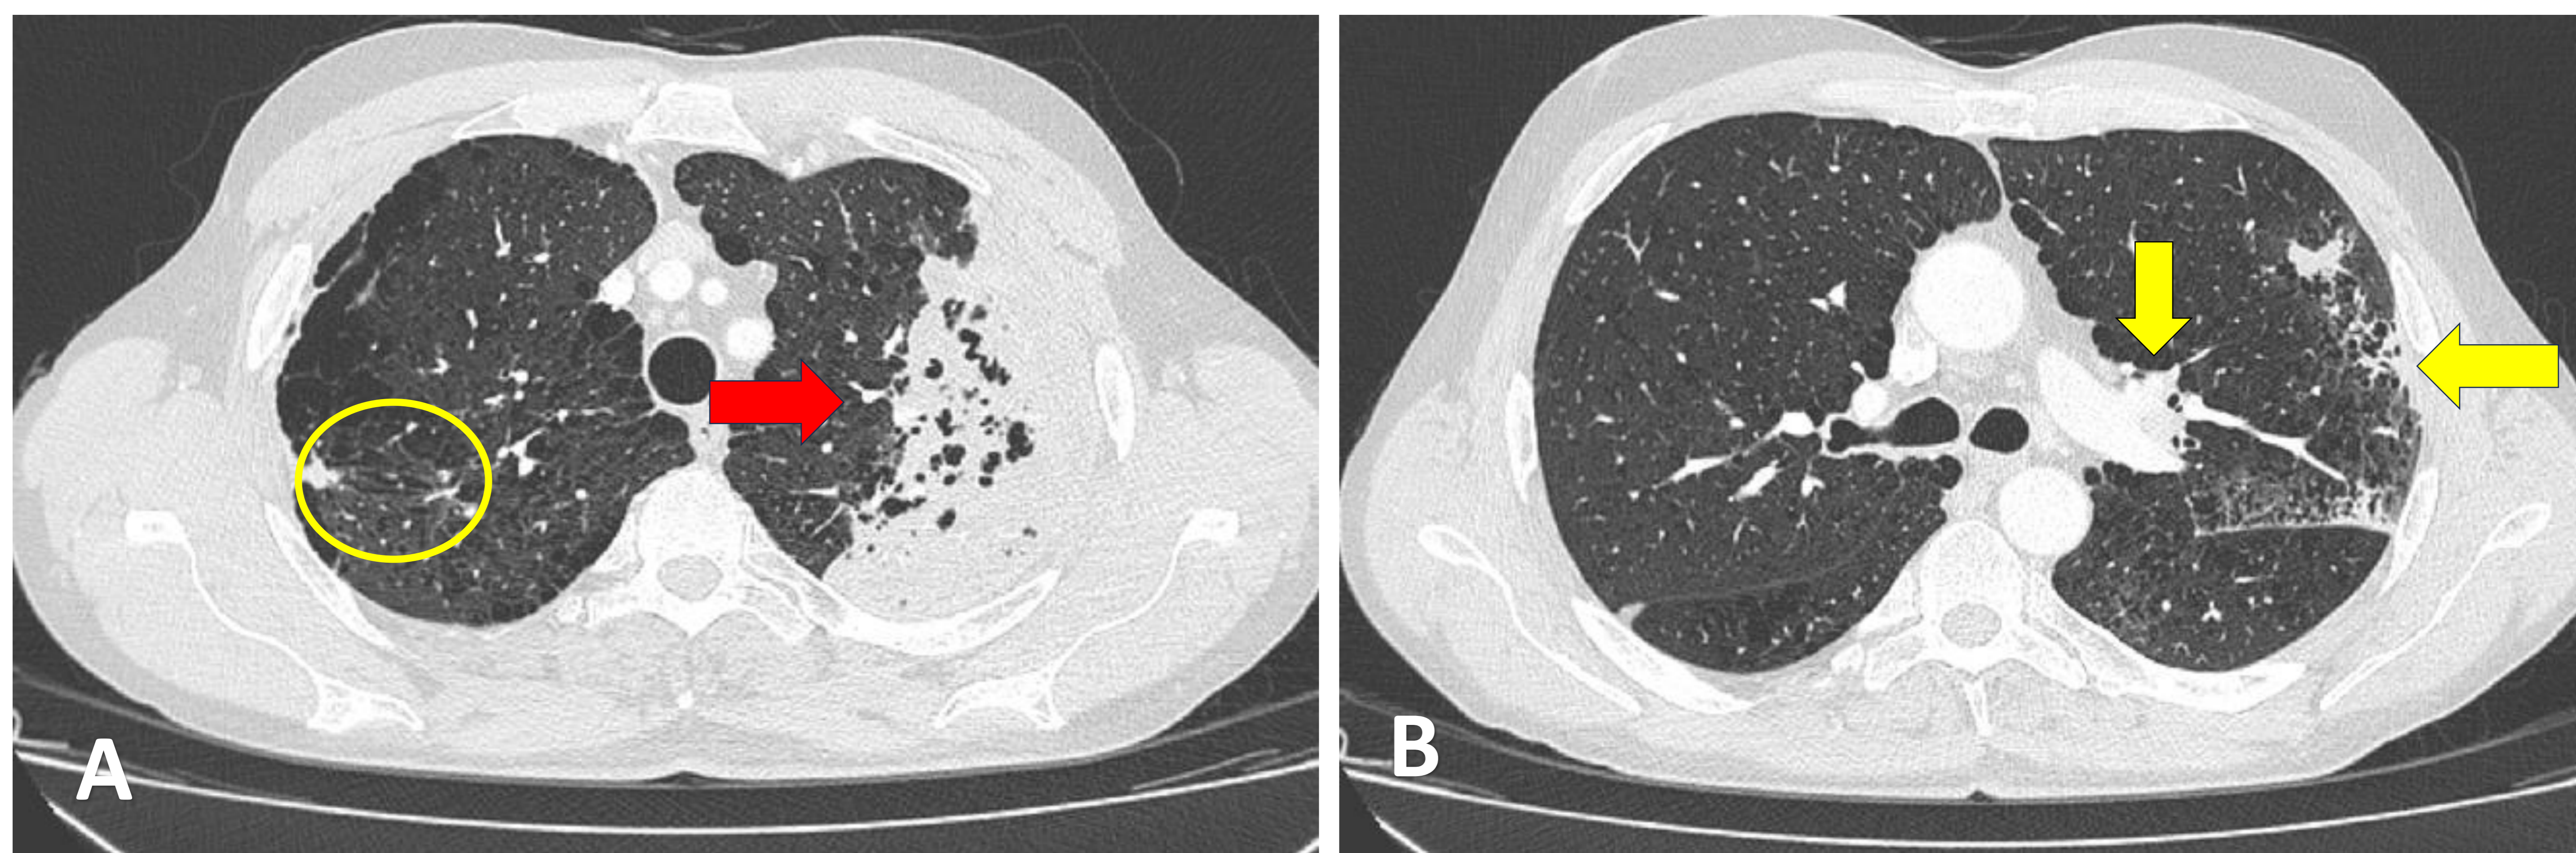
TC de tórax cortes axiales (A-B) del paciente anterior. Se visualiza extenso enfisema paracinar y engrosamiento pleural asociado, así como una consolidación parenquimatosa en LSI con broncograma aéreo (flecha roja). Lesiones fibroparenquimatosas en pulmón derecho (círculo verde) y engrosamiento difuso de las paredes bronquiales y peribroncovascular hiliar de LII (flechas amarillas). Hallazgos sugestivos de neumonía lobar asociada a pseudomonas. El diagnóstico microbiológico confirmó la sospecha.
